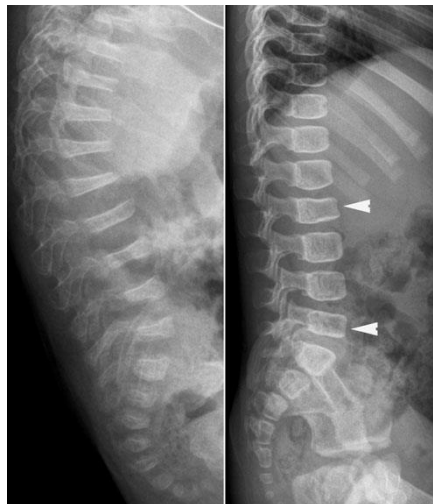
Radiografias de perfil da coluna vertebral de duas crianças com OI, apresentam fraturas vertebrais graves e múltiplas associadas a cifose (esquerda) e a colapsos menos graves dos corpos vertebrais (setas) (direita). A osteopenia é muito mais pronunciada do lado esquerdo. (20)
